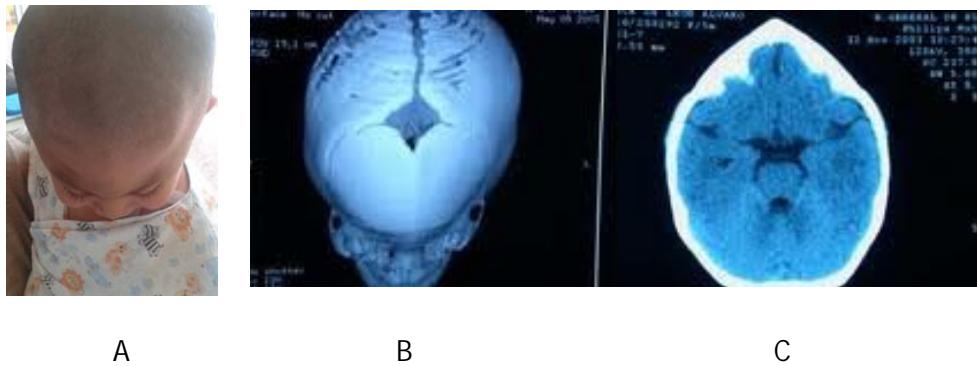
A) Paciente mirando hacia abajo, nótase el hipotelorismo y la frente con punta en triángulo, B) TC 3D se observa la ausencia de la sutura metópica, y engrosamiento en vértice de la misma región, C) TC ventana parénquima corte axiale a nivel frontal, la característica deformación que da nombre a esta craneoestenosis. hacia la base se observa una fosa frontal estrecha y un estrechamiento también a nivel pterional, lo que ocasiona compresión de las estructuras prefrontales ^{5,26}.
